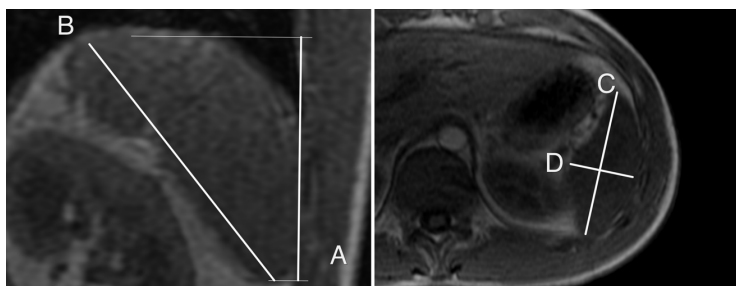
МРТ изображение селезенки.
